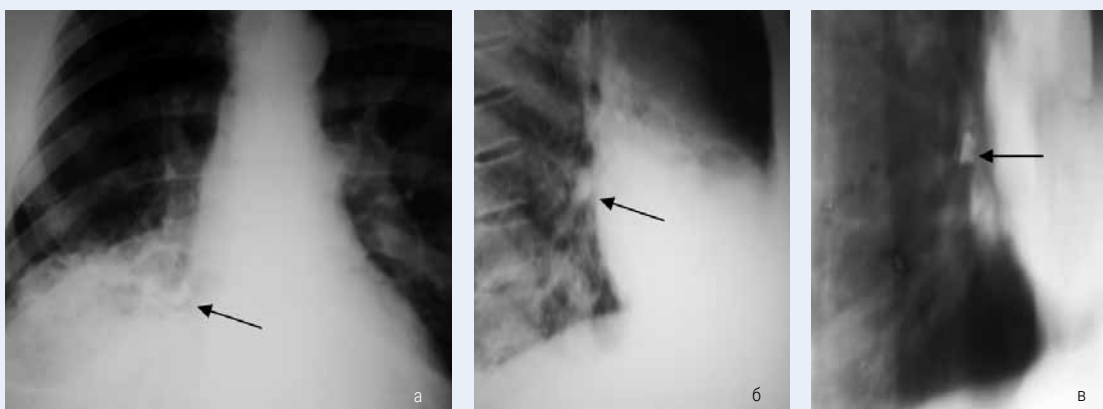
Больной Б., 62лет. Инородное тело в просвете среднедолевого бронха с частичным закрытием нижнезонального бронха: а – прямая рентгенограмма, б – боковая рентгенограмма, в – правая боковая линейная томограмма. Средняя доля и С8 инфильтрированы, в развилке средне- и нижнедолевого бронхов инородное тело высокой интенсивности (зуб)
